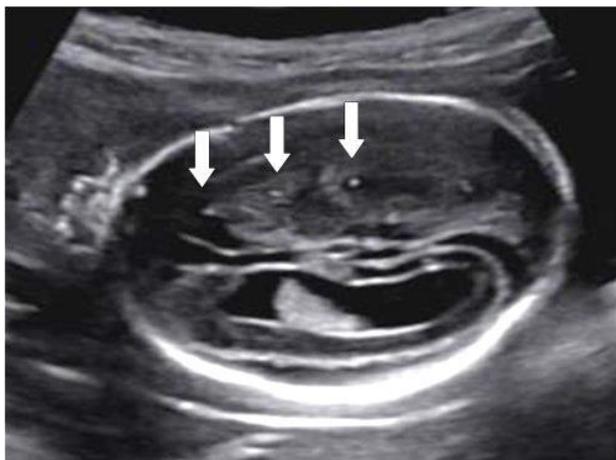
Newly developing multiple echogenic foci in fetal brain in ultrasound image (arrows) at 22 weeks 4 days of gestation.
